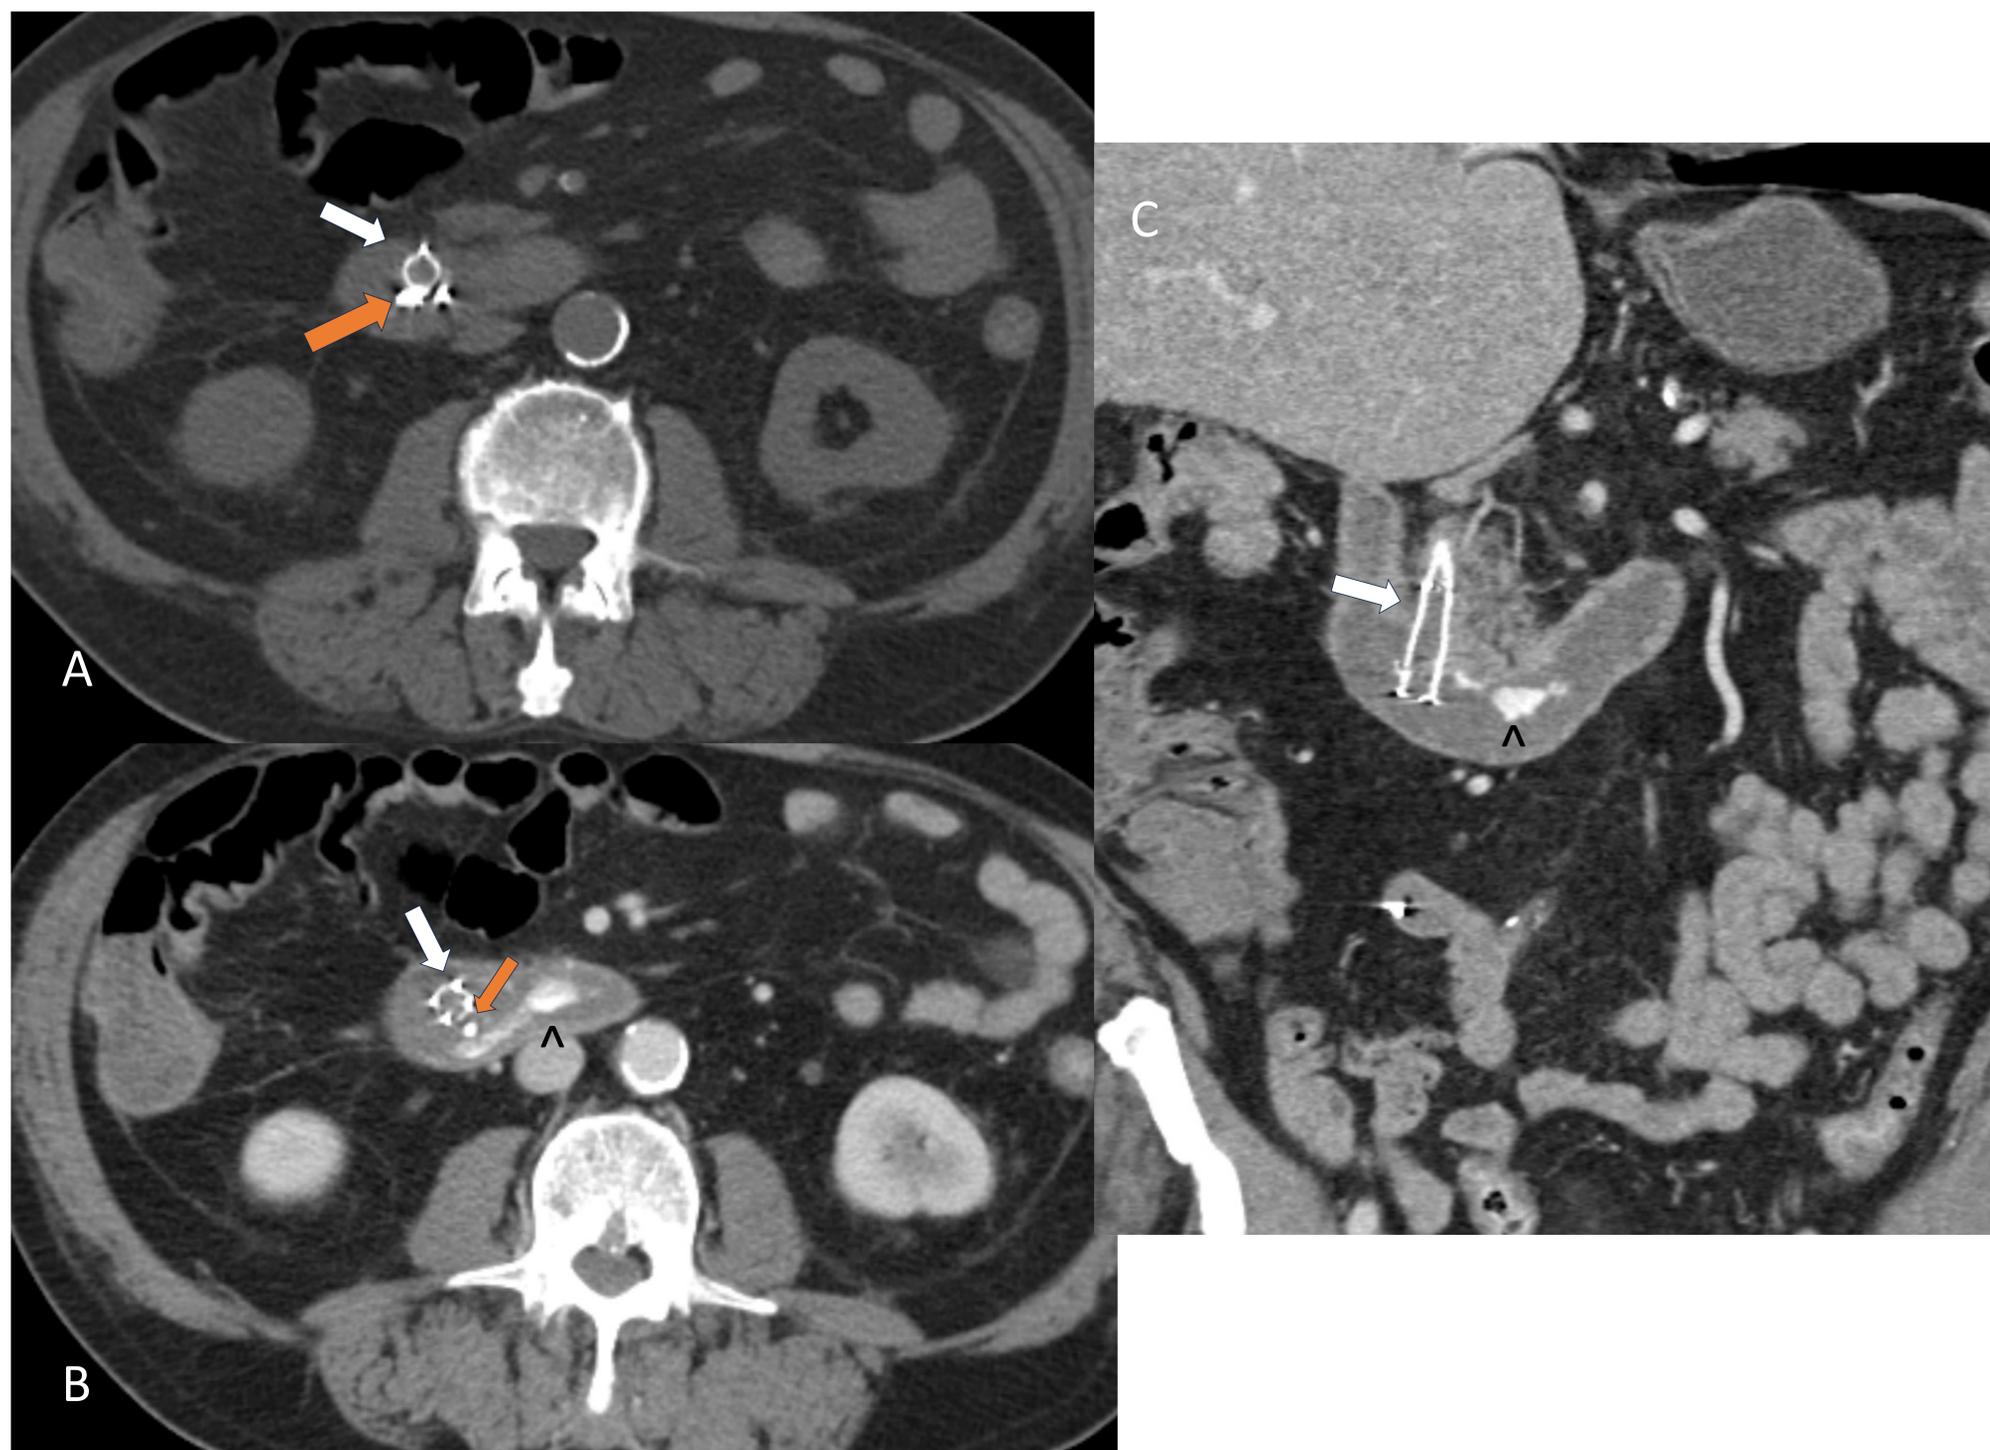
Paciente de 79 años, que tras realización de CPRE complicada comienza con dolor abdominal, vómitos hemáticos y anemia, ante la sospecha de sangrado activo se realiza endoscopia donde se objetiva sangrado y se intenta embolizar con fármacos y hemoclips sin éxito. Se realiza un angioTC para localizar el punto de sangrado. A) TC basal sin contraste donde se observa prótesis biliar metálica (flecha blanca) en colédoco distal y hemoclips (flecha naranja). TC con contraste en fase portal en corte axial (B) y coronal (C), donde se objetiva sangrado peripapila hacia la tercera luz de tercera porción duodenal (^), ya visible en fase arterial que aumenta en fase portal y tardía. Hallazgos en relación con sangrado activo de un arrama gastroduodenal.
